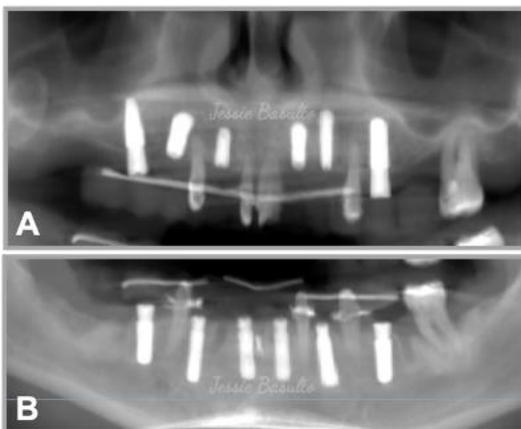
Radiografía panorámica control seis meses después de la colocación de los implantes. A, maxilar. B, mandíbula.
